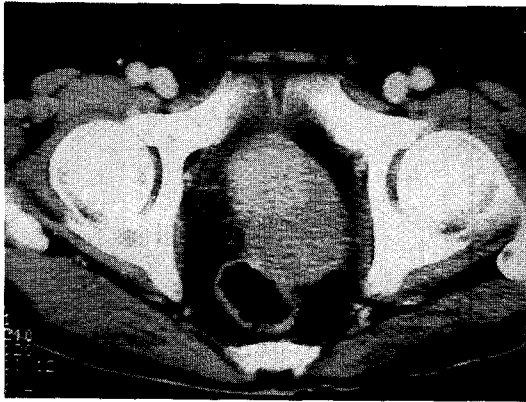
Pelvic CT shows a large lobulated mass of mixed density involving entire prostate which invaded rectum and seminal vesicle (not shown).
